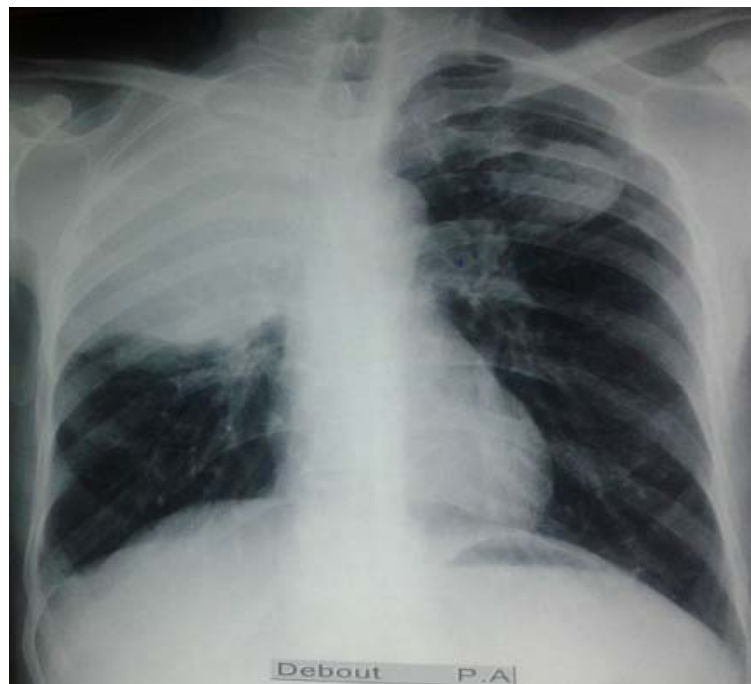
Radiographie thoracique de face objectivant une opacité du médiastin supérieur avec élargissement médiastinal en rapport avec goitre plongeant.
